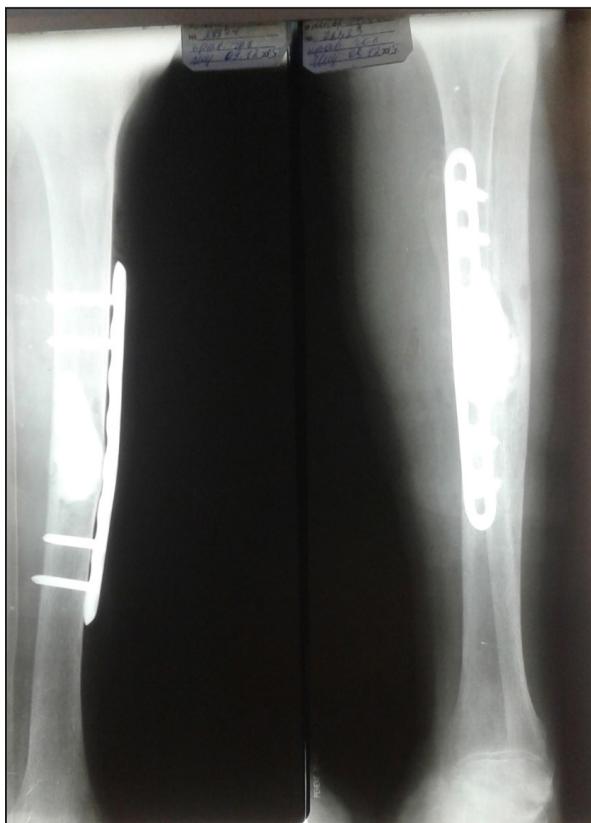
Рентгенограмма костей правой голени (состояние после экскохлеации кисты правой большеберцовой кости, цементопластики, фиксации пластиной). Пациентка П.
